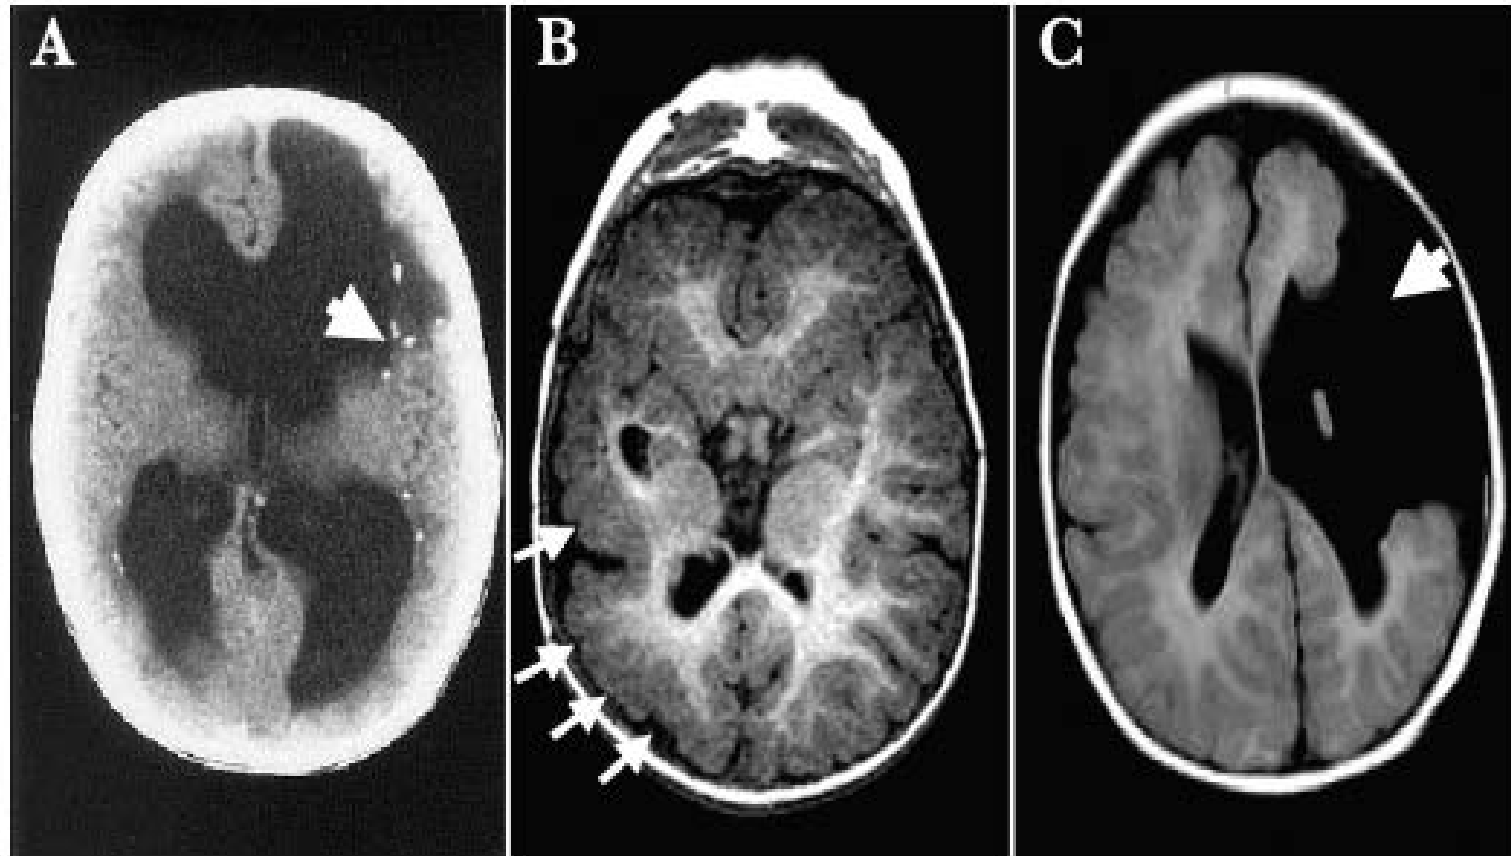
Neurological outcomes of congenital CMV infection. Examples of computed tomography (A) and magnetic resonance imaging (B and C) of three infants with severe symptomatic congenital CMV infection with CNS involvement are shown. The classical pattern of injury described with congenital CMV infection involving the CNS is characterized by periventricular calcifications (panel A, arrow). Other consequences of fetal brain infection include abnormalities of neuronal migration, leading to polymicrogyria (panel B, arrows) and, in extreme cases, profound structural defects such as porencephalic cysts with associated schizencephaly (panel C, arrow).
